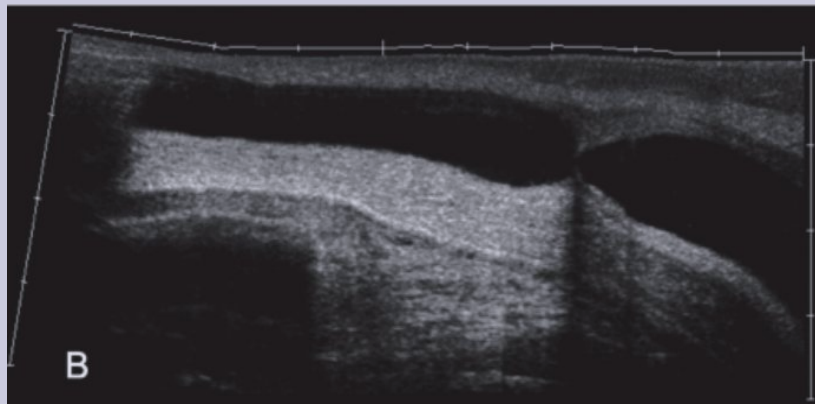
Ultrasonido de estenosis uretral
